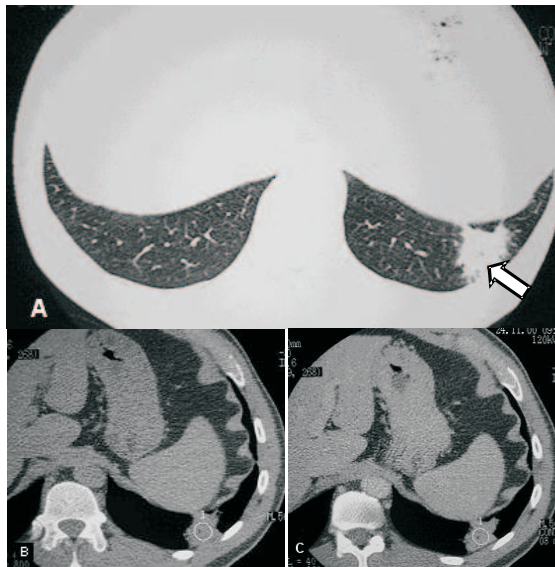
Forma pseudotumoral. A - Tomografia computadorizada de alta resolução com janela de pulmão demonstrando massa espiculada no segmento basal posterior do lobo inferior esquerdo (seta). B - Medida de densidade na fase pré-contraste (40 UH). C - Imagem três minutos após a injeção venosa de contraste iodado, demonstrando realce da lesão (densidade máxima de 76 UH). Protocolo de Swensen positivo⁽¹⁶⁾. O estudo anatomopatológico da peça cirúrgica confirmou sarcoidose
